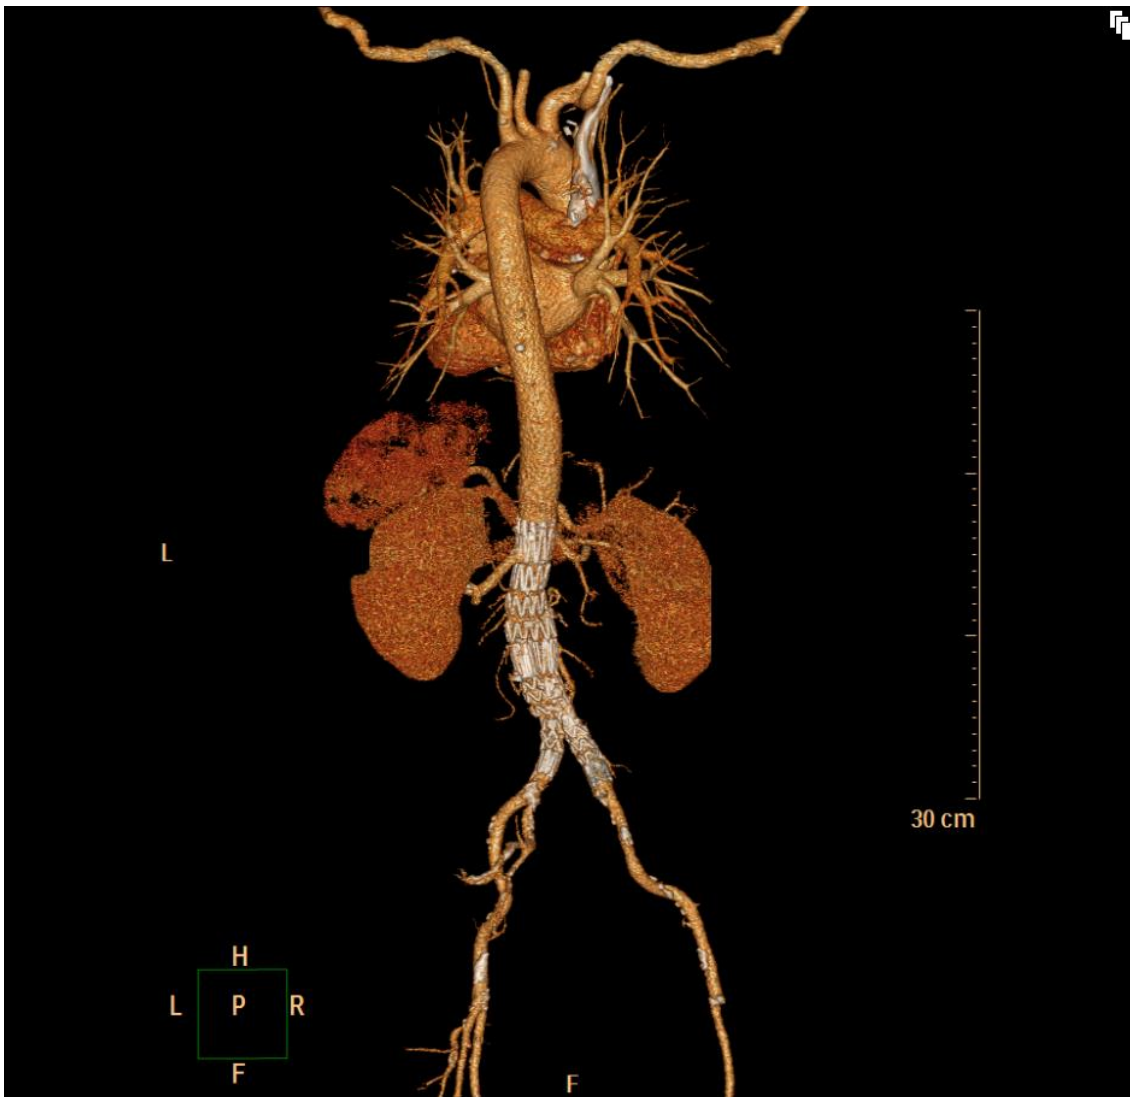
Dreidimensionale CT-Rekonstruktion nach EVAR
